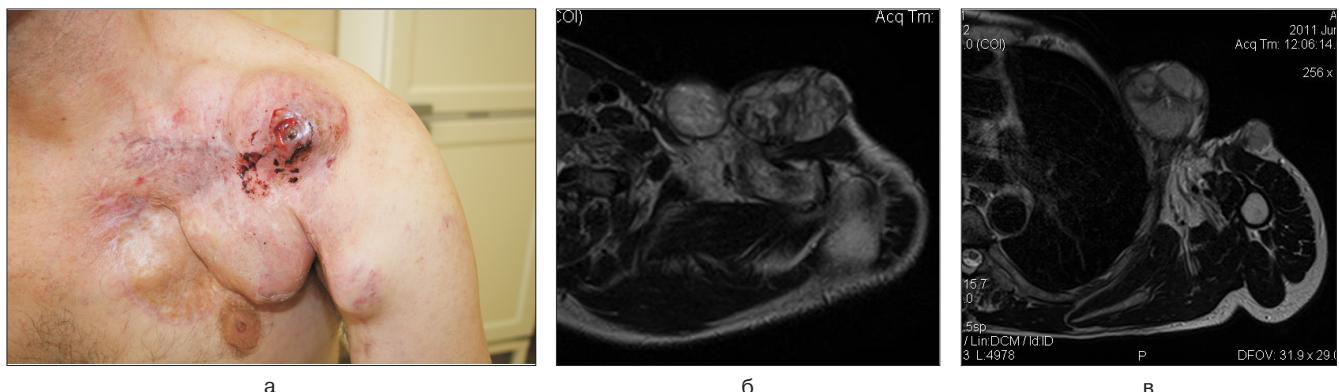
а – внешний вид больного. Левая ключичная область деформирована, на фоне послеоперационных рубцовых изменений имеется многоузловое опухолевое образование диаметром 15 см с переходом на переднемедиальную поверхность плеча с наличием кожного свища; б, в – магнитно-резонансные томограммы грудной клетки. В мягких тканях передней грудной стенки слева визуализируется образование из нескольких узлов, сливающихся между собой с неровными четкими контурами, размерами 14,1×12,2×6 см, практически муфтообразно охватывающее ключицу. В проксимальных отделах левого плеча по передней поверхности в подкожно-жиевой клетчатке определяется еще одно образование аналогичной структуры размерами 3×2,7×3,8 см
